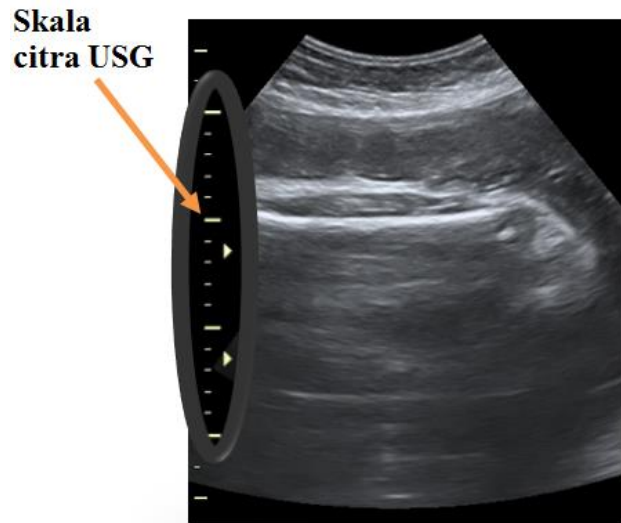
Gambar citra tulang paha yang didapatkan ini berasal dari data asli yang di olah oleh mesin USG, dan pengerjaannya cukup lama, dimana dokter spesialis harus memberikan gambar USG yang belum dianotasi dan yang sudah dianotasi dari setiap pasien
